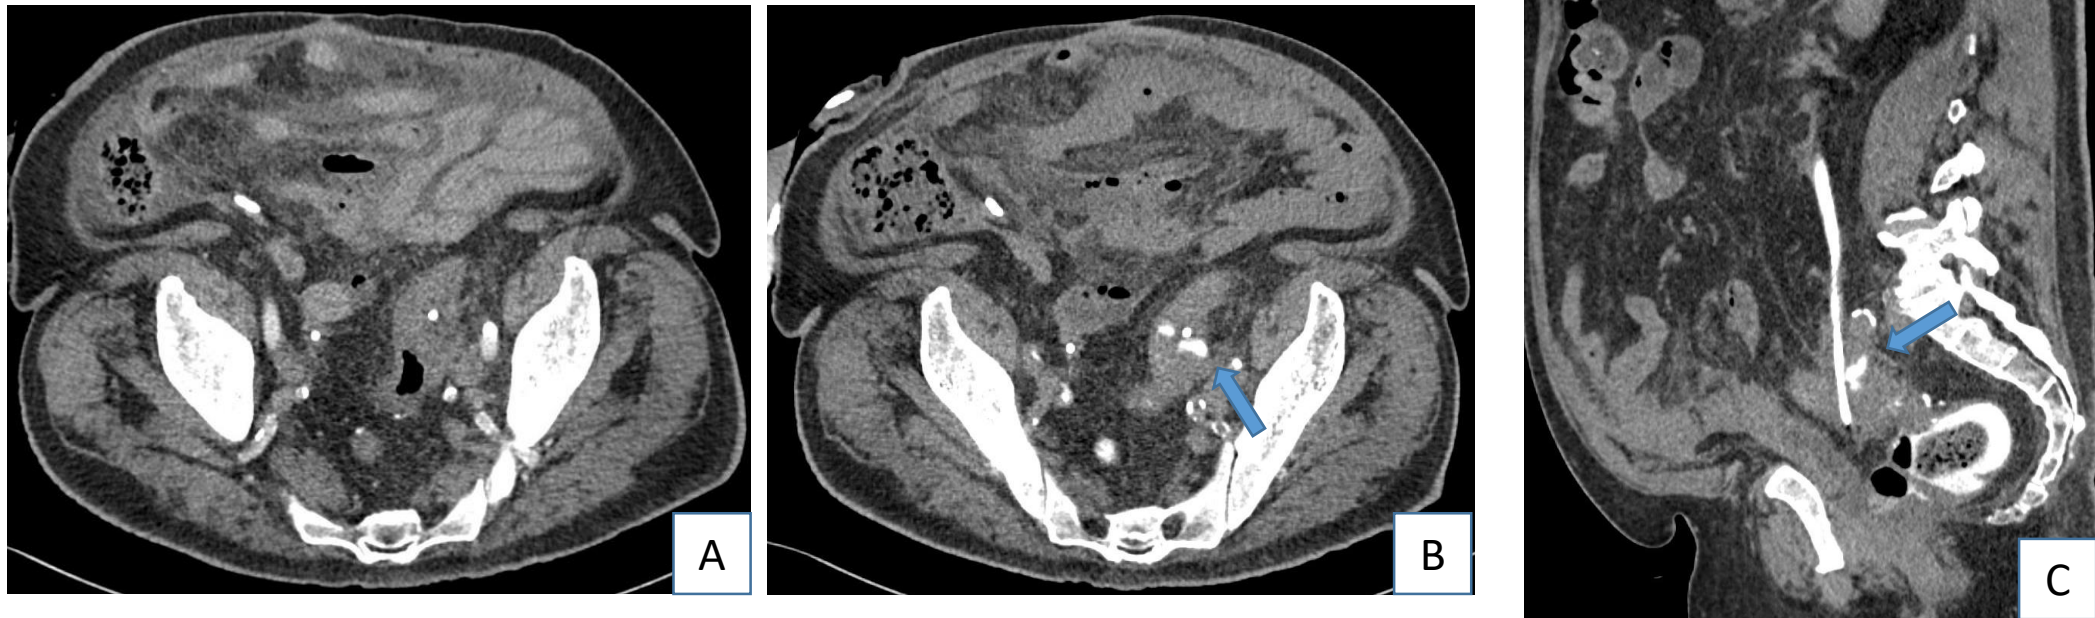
TC abdominal en fases portal (A) y excretora (axial (B) y coronal (C)) de paciente con dolor abdominal intervenido de cistectomía radical con reconstrucción tipo Bricker hacía 2 meses. Cambios postquirúrgicos con catéter uni J bilateral. Se objetiva una colección adyacente al uréter izquierdo que se rellena de contraste en fase excretora (flecha azul). En esta fase se identifica además contraste en el sigma y recto. Hallazgos en relación con fístula ureterosigmoidea.
